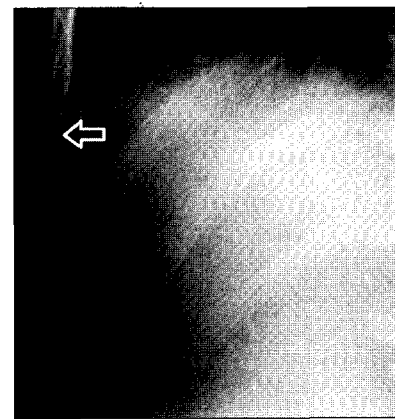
X-ray image after 25 sec in full inhalation while phonating "a" represents markedly an elevation of diaphragm.
